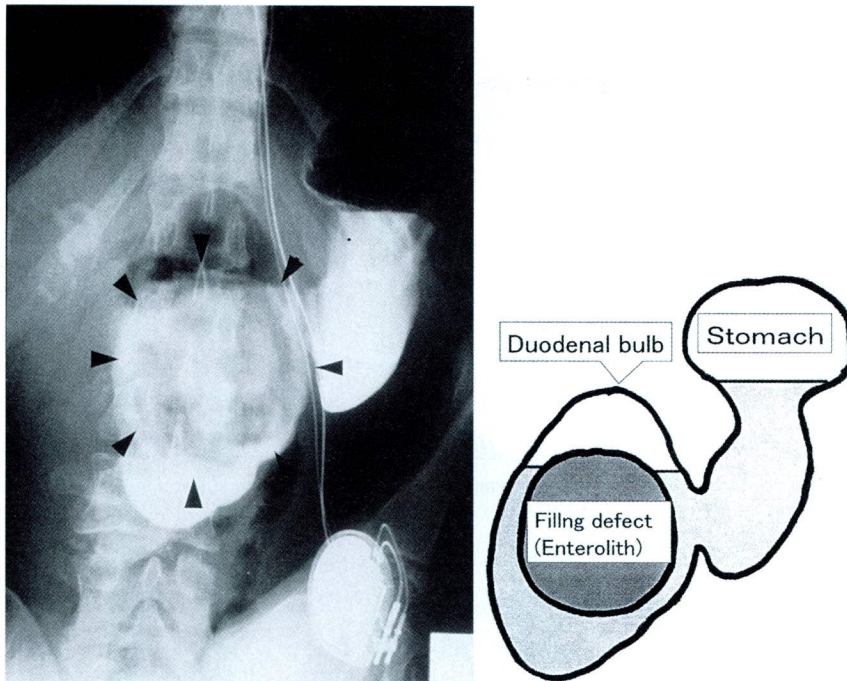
Upper gastrointestinal roentgen series showed a large filling defect in the duodenal bulb (black arrow).
